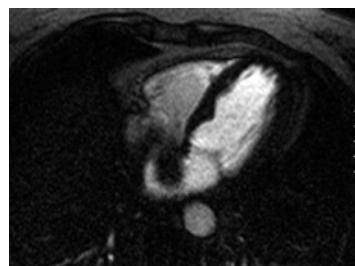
Magnetic resonance imaging showing left atrial mass and no contrast enhancement.
